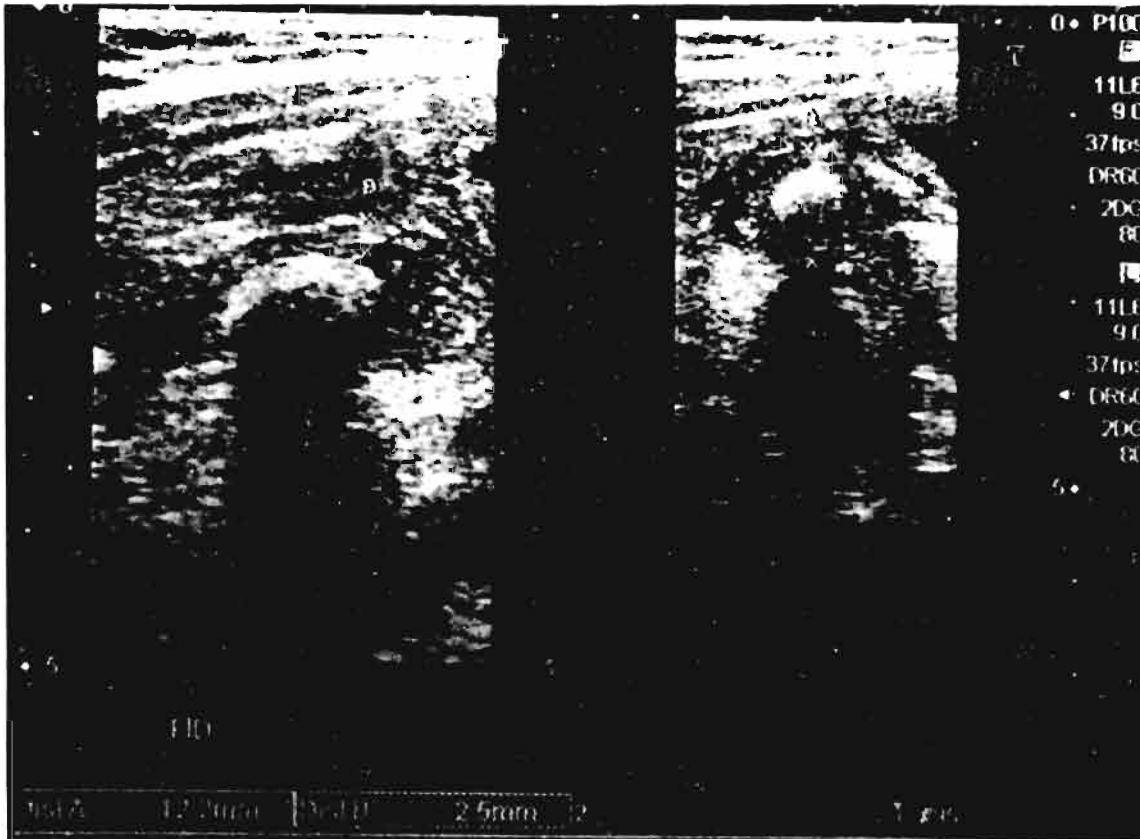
Presencia de apendicolito por ultrasonido.
